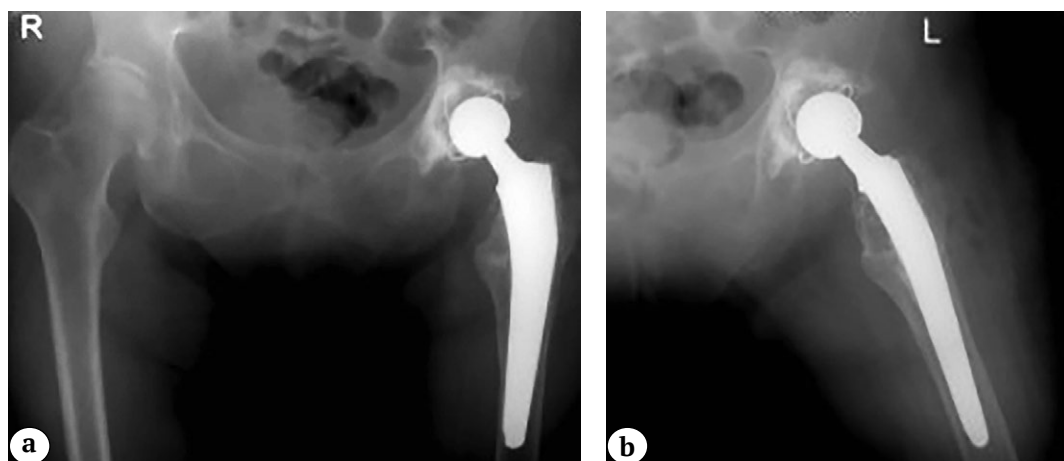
Рентгенограммы таза в переднезадней (а) и аксиальной (б) проекциях после удаления спицы и тотального эндопротезирования левого тазобедренного сустава
